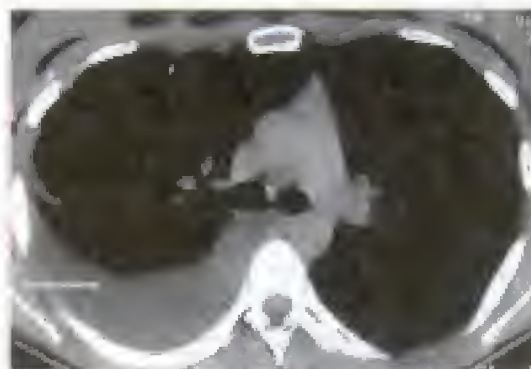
TDM thoracique en coupe médiastinale montrant un épanchement pleural déclive de la grande cavité pleurale droite (flèche)
